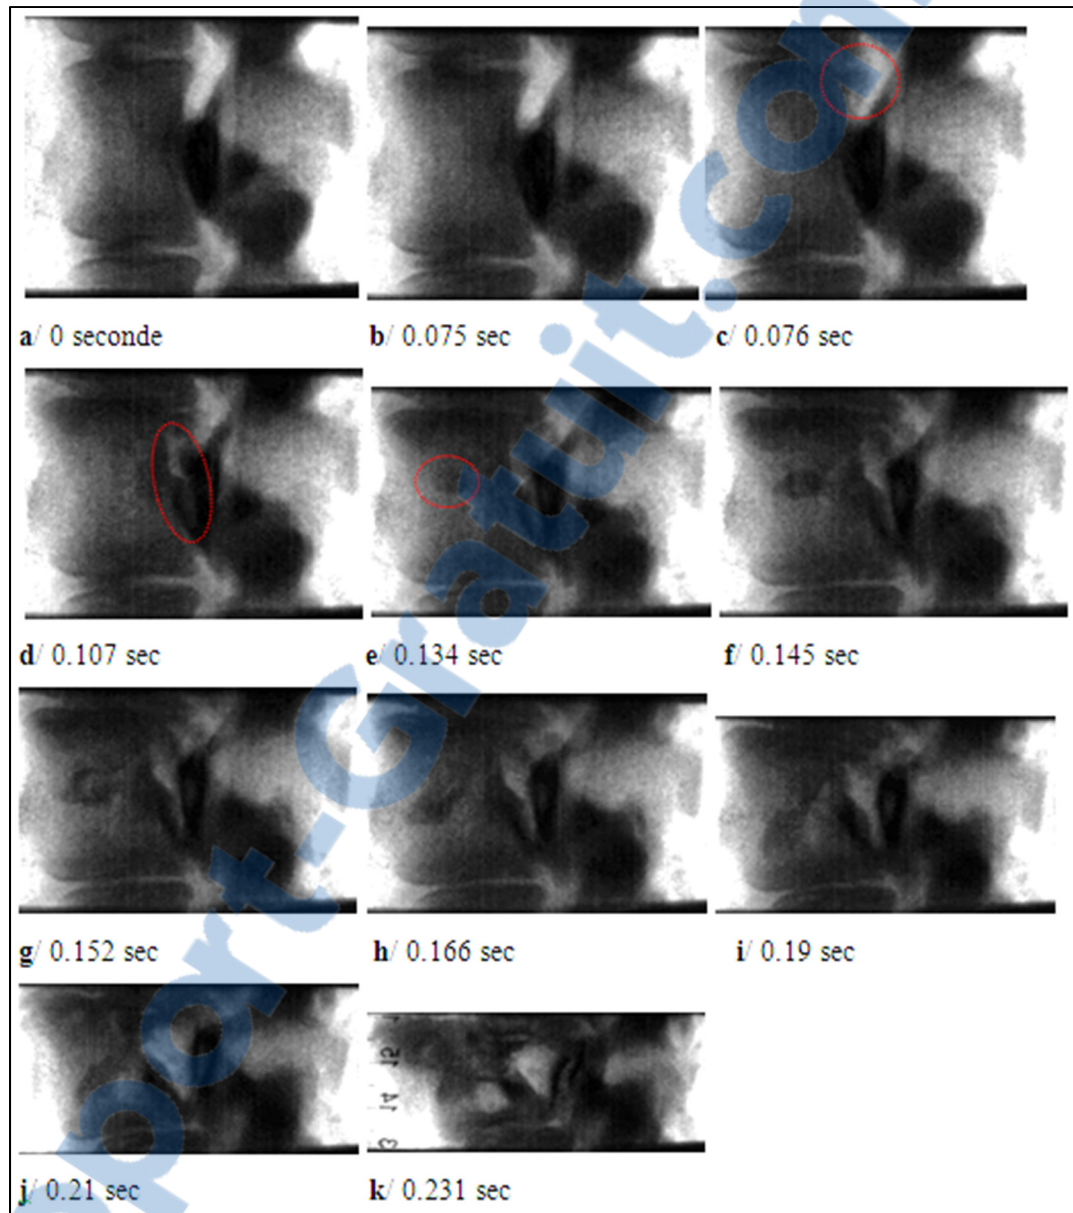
Images tirées du film cinéradiographique de la fracture vertébrale du spécimen 4
